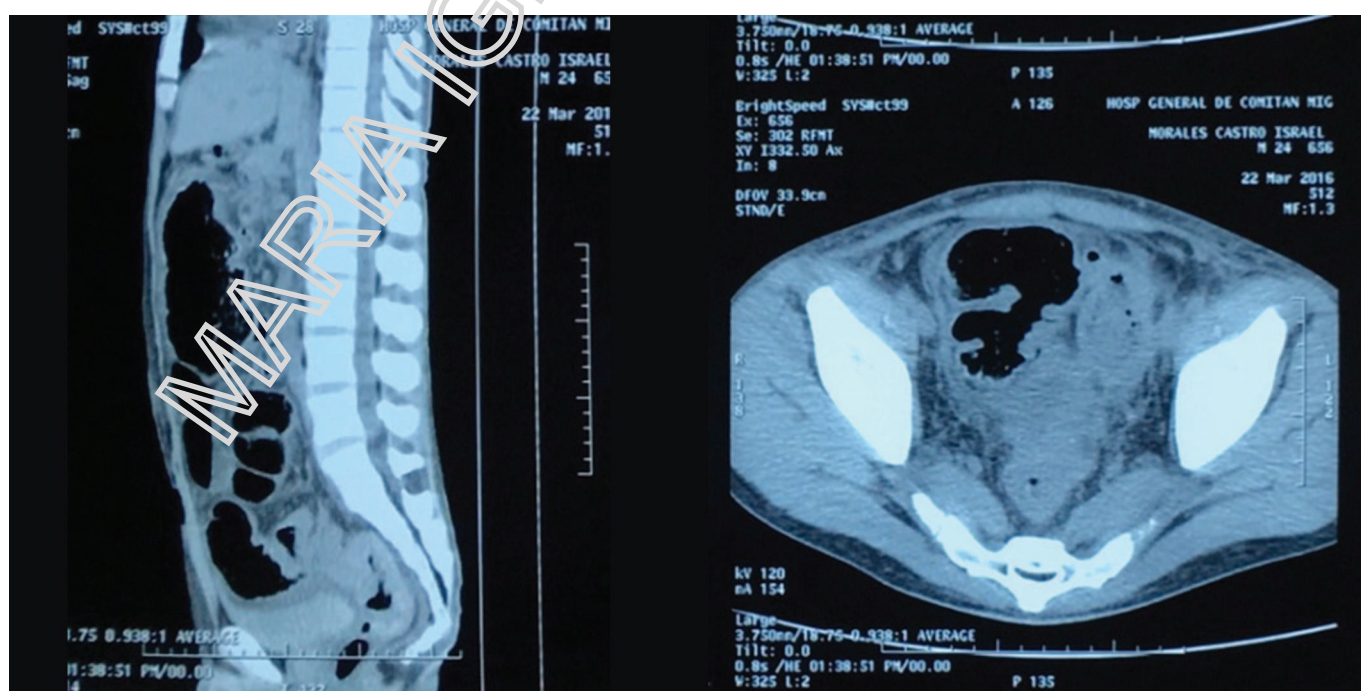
Tomografía computarizada de abdomen: Distensión de asas intestinales con engrosamiento de la pared de recto.
